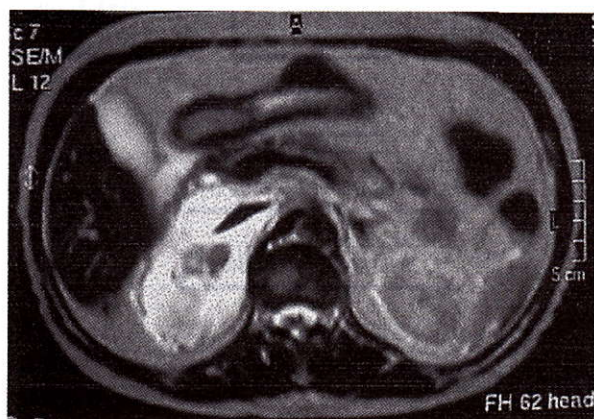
MRI of the abdomen revealing a 3 cm solid formation in close proximity to the lateral limb of the right adrenal gland. It is surrounded by a larger formation with a fluid signal, which measures 9 cm. It encases the remaining part of the adrenal gland, the vena cava, and the right renal vein.
